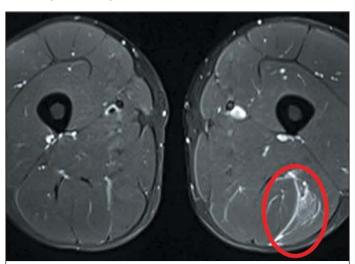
MP-томограмма *m. biceps femoris* (отмечены отек и повышение сигнала)
